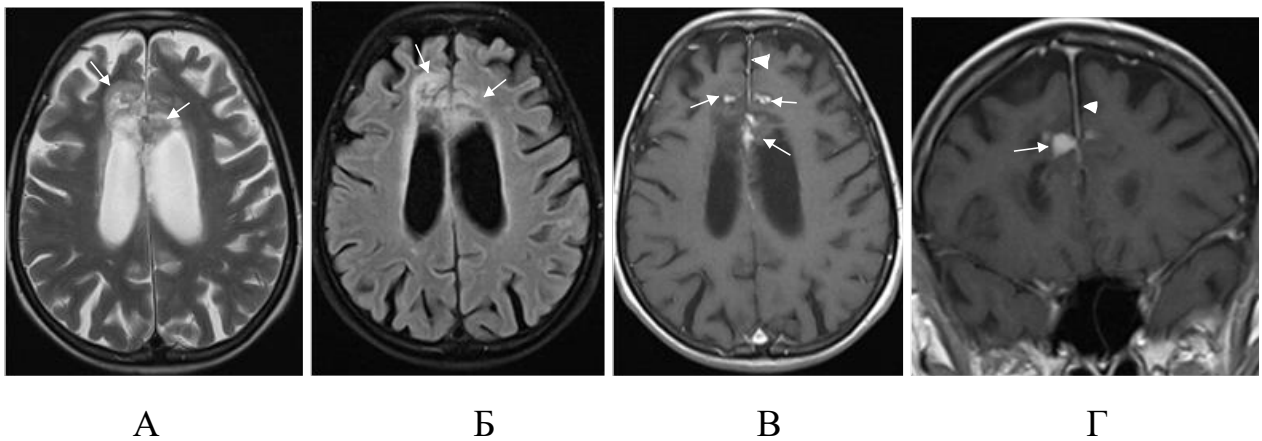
Пациент К., 42 года (И/б 21403). Генерализованный туберкулез. Туберкулезный менингоэнцефалит, СВИ. Начало АРТ 09.10.2017г, на фоне которого отмечался рост CD4 с 46 до 49 кл/мкл и падение вирусной нагрузки с 1664540 до 2001 коп/мл. С ноября наблюдалось ухудшение общего состояния и неврологической симптоматики (психозы, нарушение поведения), совпадающее с отрицательной динамикой на МРТ головного мозга. На МРТ от 06.01.2018г: А – T2 ВИ, Б - FLAIR, В, Г – T1 ВИ с контрастированием демонстрируют мультифокальное поражение в кортикальных отделах обеих лобных долей (стрелки) с умеренным перифокальным отеком, с накоплением контрастного вещества и реактивными изменениями прилежащей твердой мозговой оболочки (головки стрелок)
